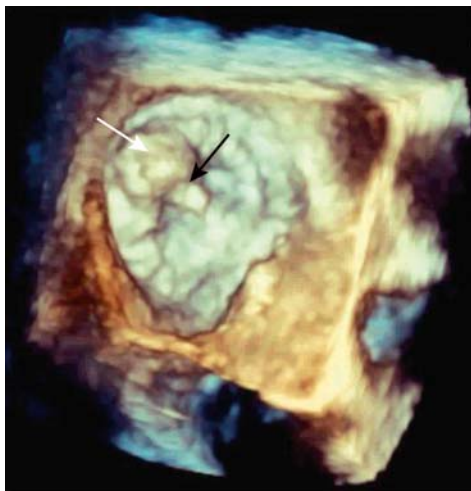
Prolapsus complet du segment P2 en échographie transœsophagienne tridimensionnelle. La flèche blanche indique le segment prolapsant, la flèche noire la rupture de cordage.
